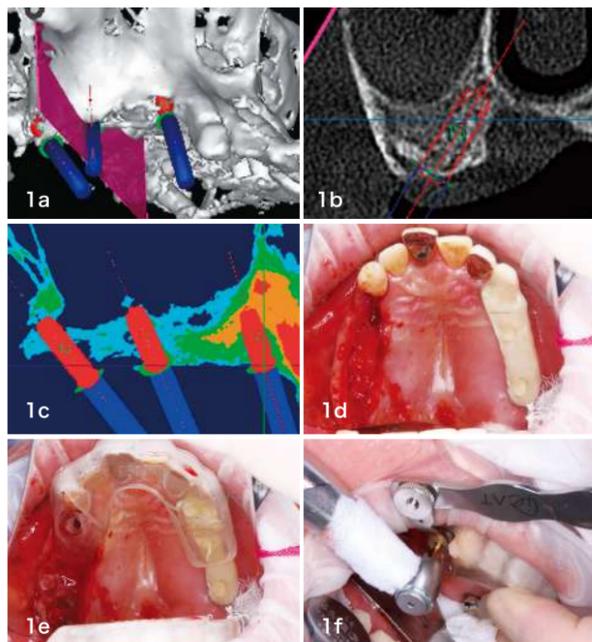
顎堤の無い場合、安易に骨移植するのではなく、CTにより口蓋や上顎結節を利用して傾斜埋入する計画を立案し、さらにガイドによって確実な手術を行う。
